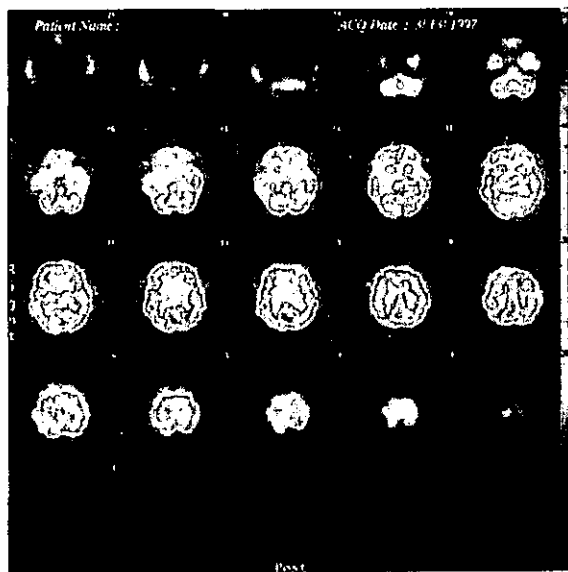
進行期に痴呆症状を呈したパーキンソン病患者の脳血流SPECT (症例1. 左:70歳時、右:73歳時) ;70歳時の脳血流は全般に低値だが、後頭葉は比較的高い集積を示している。73歳時には血流低下が進行し、後頭葉にも血流低下が認められる。
